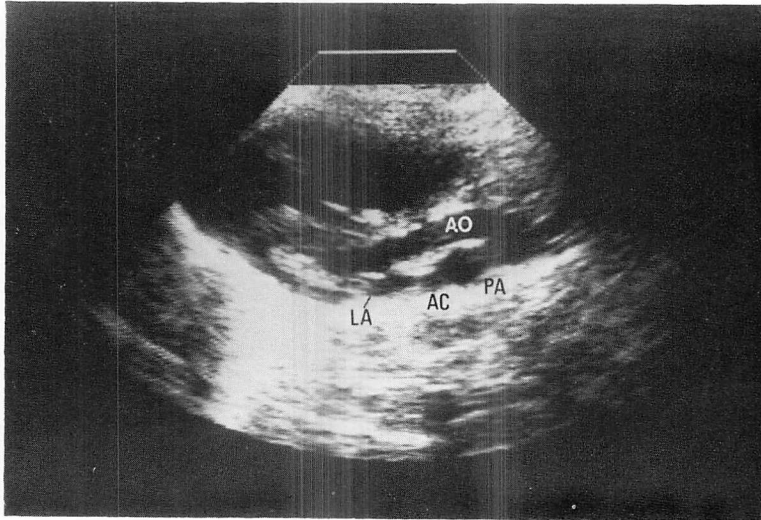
Parasternal long-axis view of a patient with cor triatriatum (Case 2).
